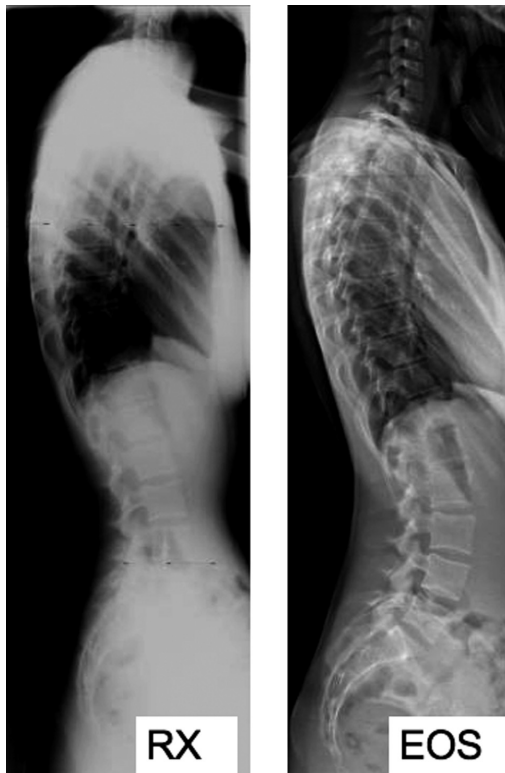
Rachis entier de profil chez une patiente de 26 ans. Comparaison entre une image radiographique classique (dose de 1,67 mGy) et une image EOS (dose de 0,19 mGy).
